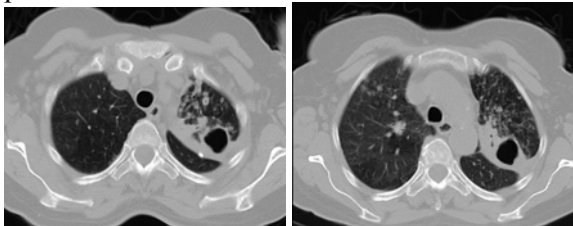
Examen CT–secțiune axială, fereastră pulmonară, leziune cavitară evacuată dispusă într-o masă densă situată apical stânga–tuberculoză ulcero-cazeoasă. Micronoduli cu dimensiuni și intensitate variabilă apical bilateral.
